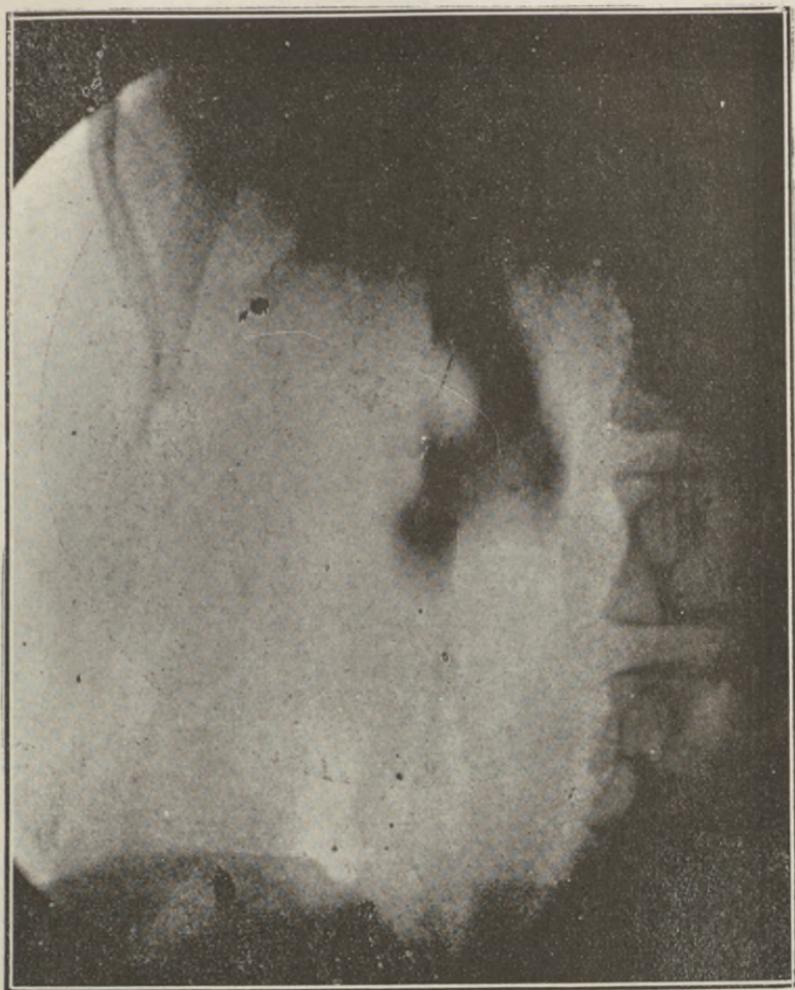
M. E., Radiografía derecha. Aparece una sombra, cuyo contorno semeja el de la pelvis al nivel del menisco interarticular de la 2.^a y 3.^a lumbar. Cálculo pelviano.
